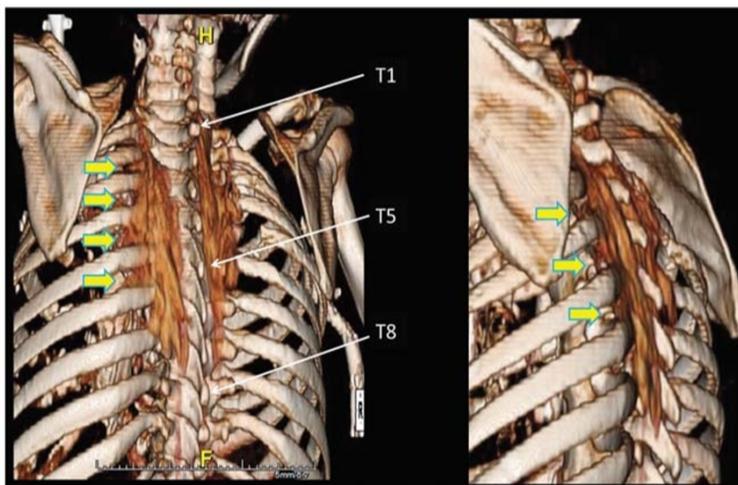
A. Reconstrucción tridimensional que muestra una amplia propagación cefalocaudal de las vértebras T1 a T11 después de la inyección de 25 ml de líquido superficial a músculo erector espinal en T5. Se disemina medialmente hacia la línea media, pero la propagación lateral es limitada. B. Reconstrucción tridimensional TC de la extensión inyectada (área más oscura) después de la inyección en el nivel T5 profundo al músculo erector de la columna. Existe una diseminación cefalocaudal visible desde T1 hasta T8. Las flechas indican la penetración del tinte más allá de la unión costotransversa y anteriormente en los espacios intertransversos. (tomado de Forero M et al) (14)
